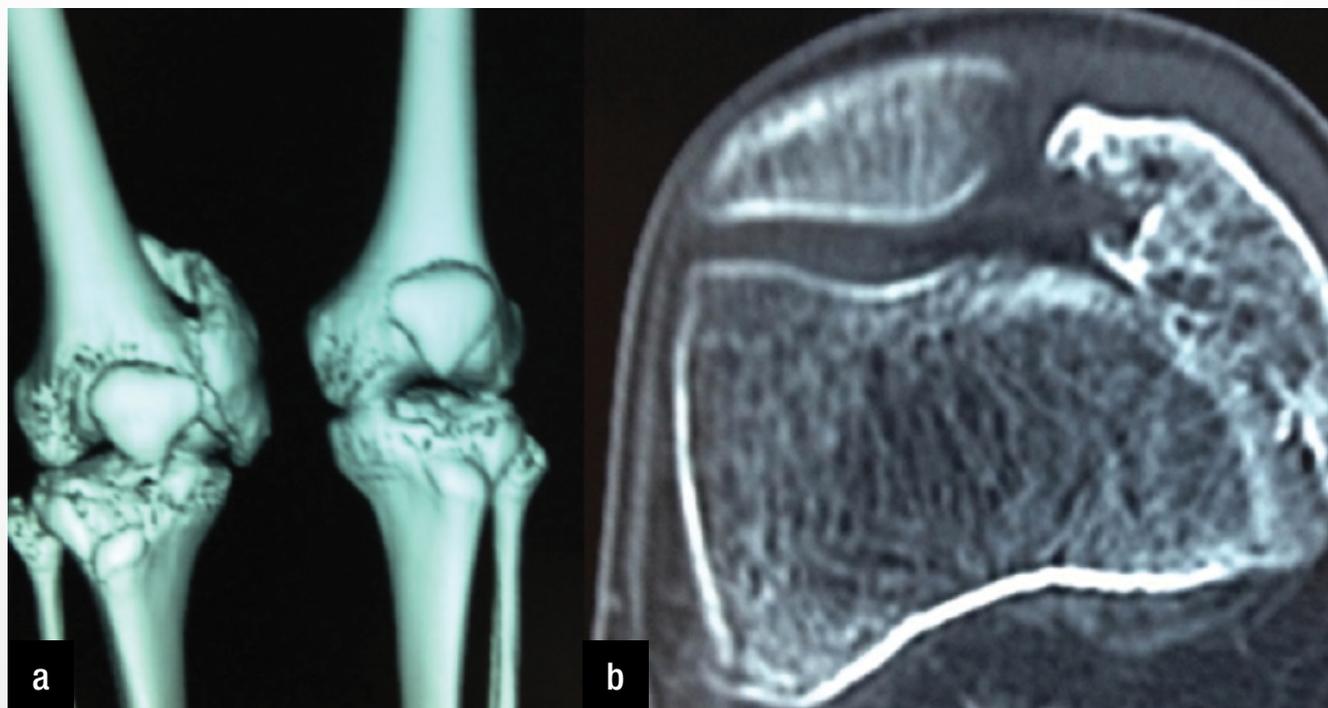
Tomografia computadorizada do joelho acometido
